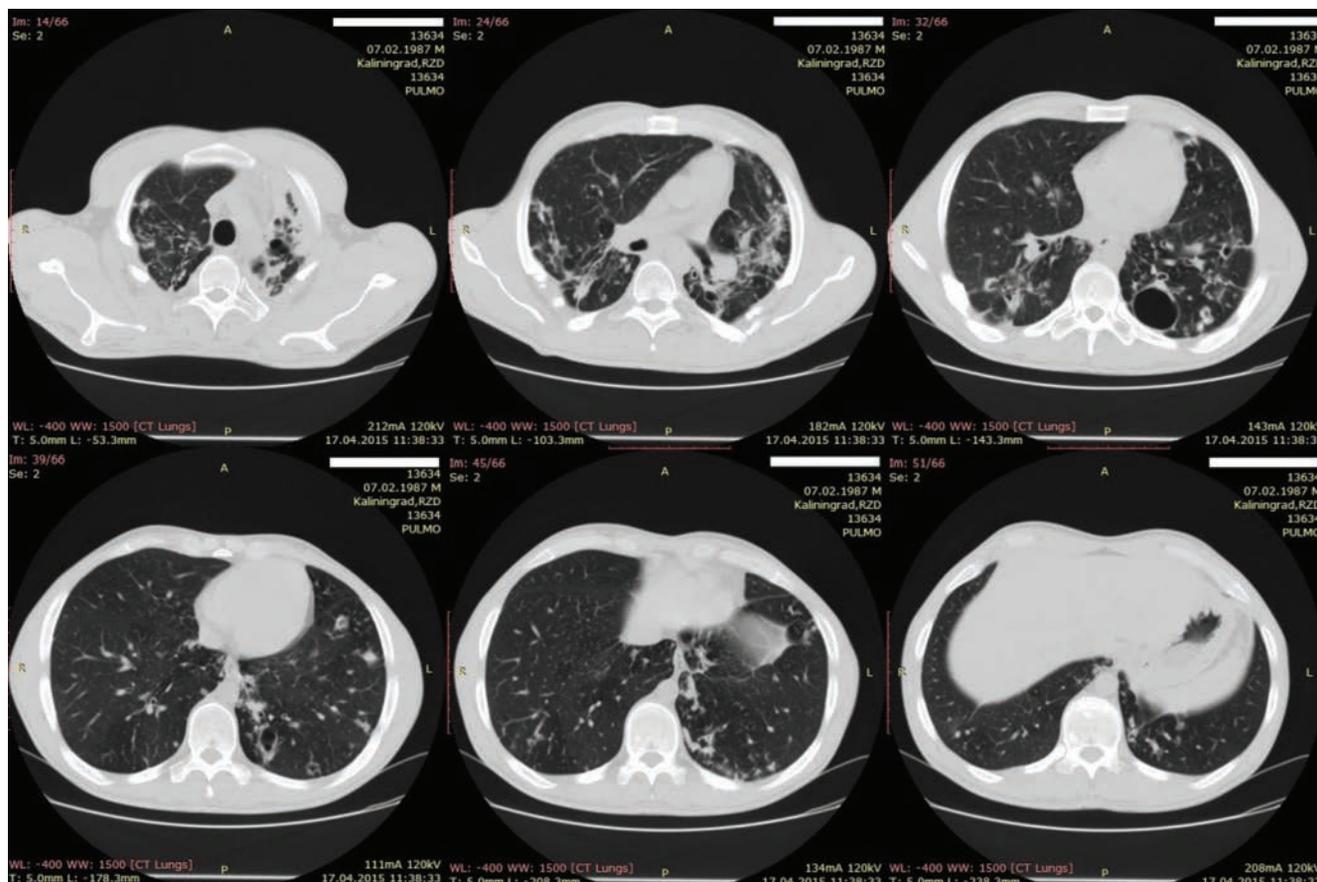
СКТ больного через 20 мес. с начала лечения и 12 мес. с момента выполнения последнего коллапсохирургического вмешательства
